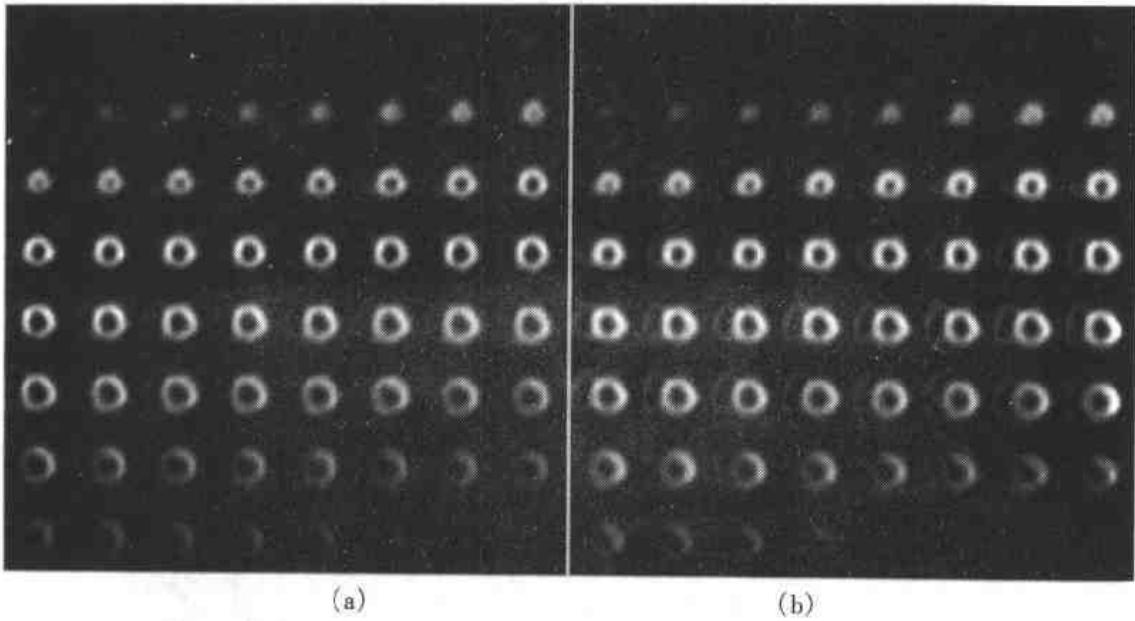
配准后的 REST/STRESS SPECT 心肌灌注图像短轴断层的并行显示，其中，(a) 为 REST、(b) 为 STRESS
